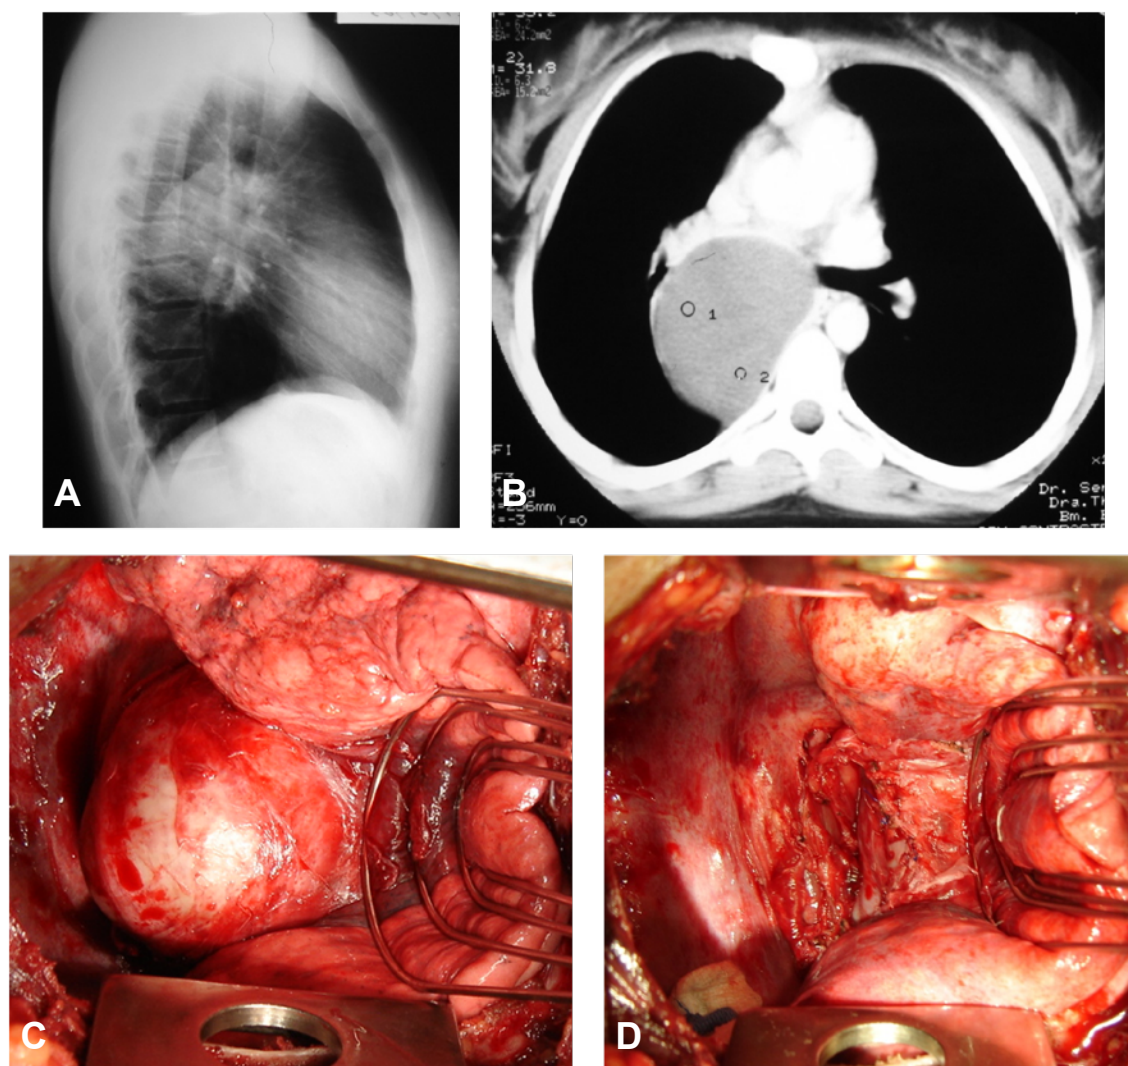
Adulto com tosse produtiva com radiografia de tórax com massa peri-hilar direita (A) que à tomografia demonstrava estar comprimindo e obstruindo o brônquio principal direito (B). Intra operatório, mostrando o cisto broncogênico tenso em hilo, comprimindo o brônquio (C) e o aspecto do mediastino após a ressecção (D).
